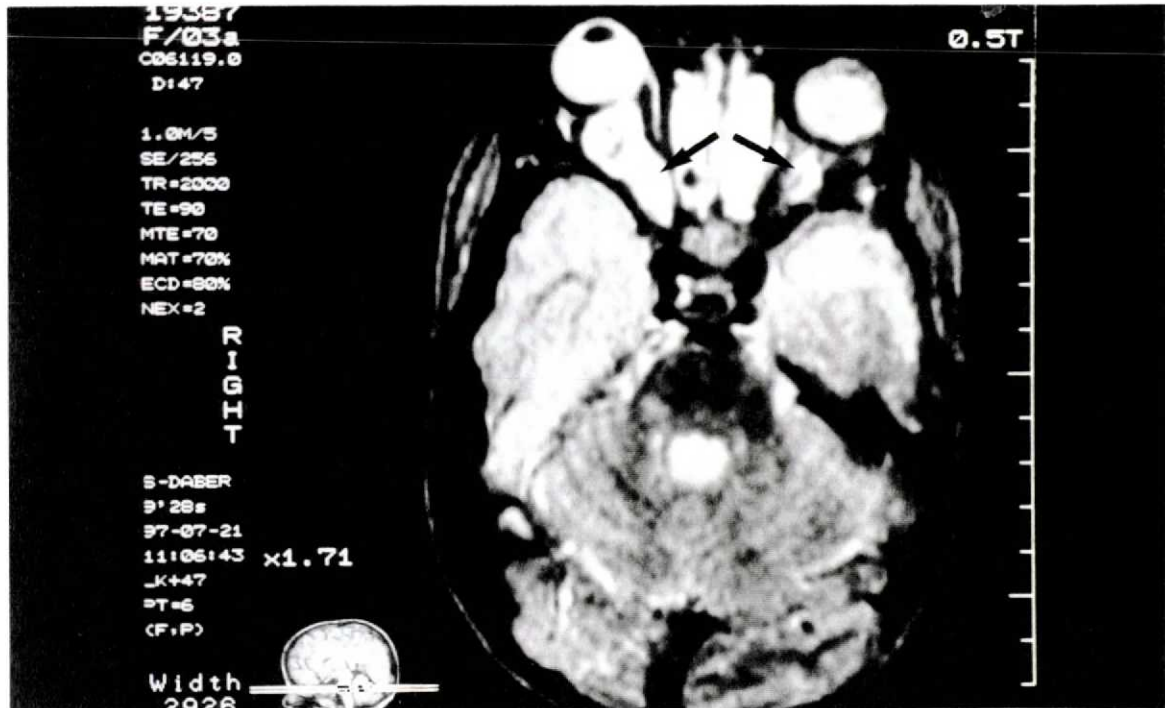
Exame de ressonância magnética do caso n.º 1, corte axial em T2, pré-operatório, mostrando espessamento do nervo óptico direito desde a porção intra-conal até o ápice da órbita (seta), sem comprometimento do quiasma. Dilatação discreta e difusa do nervo óptico esquerdo (seta).
